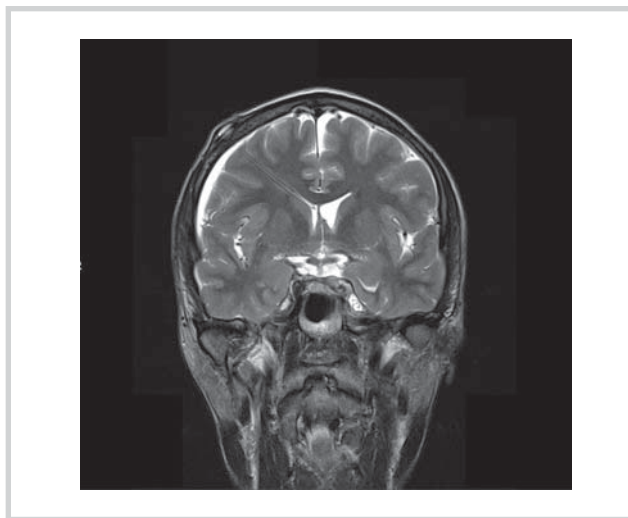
Магнитно-резонансная томограмма в режиме T2 после вентрикуло-перитонеального шунтирования. В переднем роге правого бокового желудочка визуализируется вентрикулярный катетер шунтирующей системы. Регресс гидроцефалии в виде уменьшения размеров боковых желудочков и расширенные субарахноидальные пространства на конвексе.
